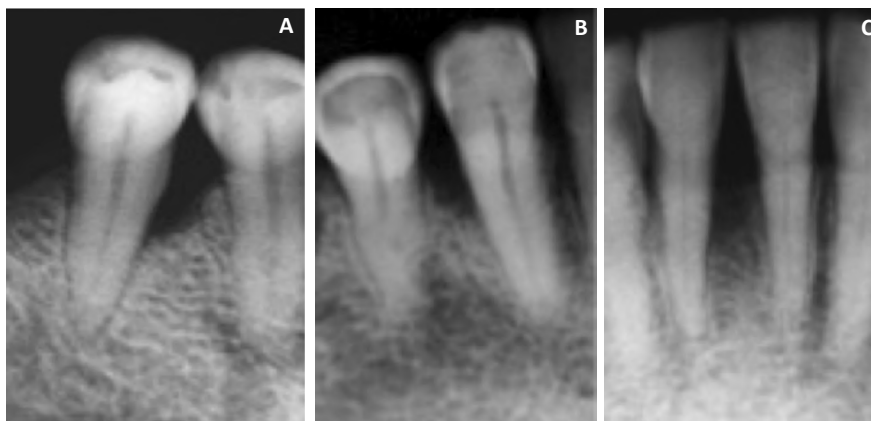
A-C. Radiografías iniciales.
